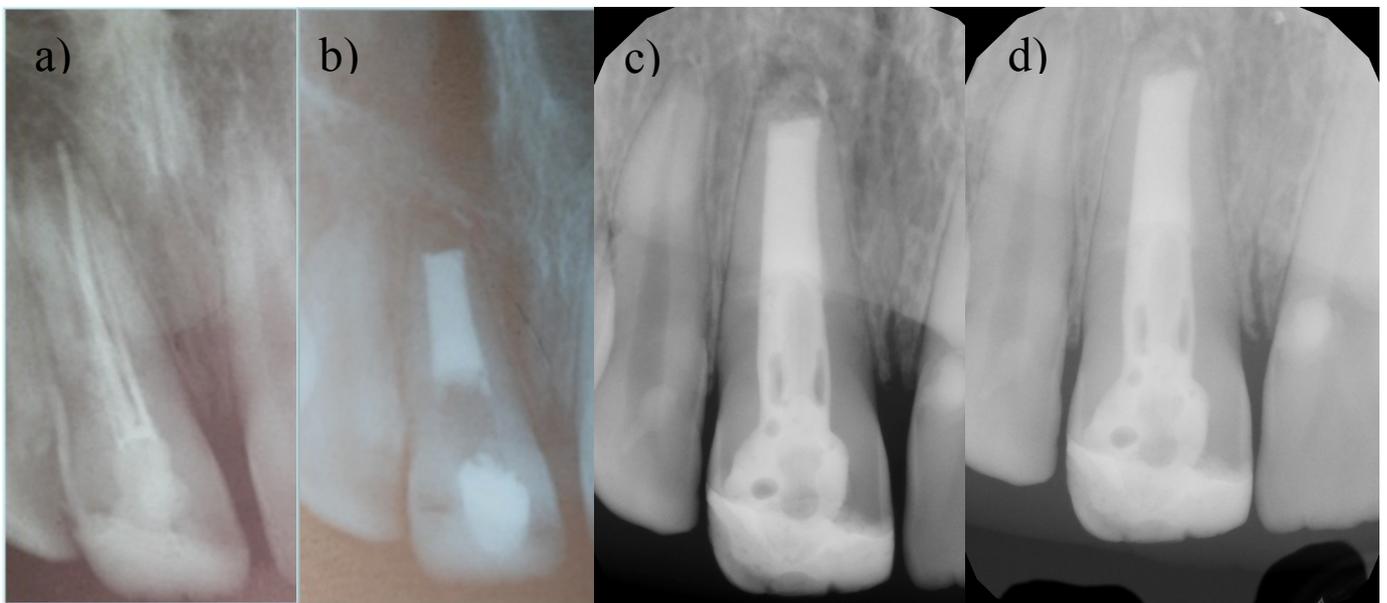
a) Radiografia periapical pré-operatória do dente 11, em 2011. b) Radiografia periapical do pós-operatório imediato do dente 11, em 2011; c) Radiografia aos 3 anos de controle do dente 11, em 2014. d) Radiografia periapical aos 7 anos de controle do dente 11, em 2018 - Caso Clínico 2
